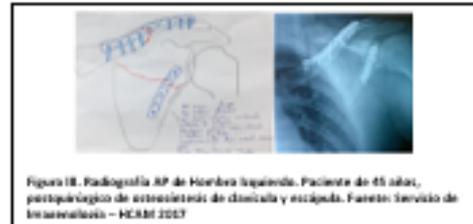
Radiografía AP de Hombro izquierdo. Paciente de 45 años, postquirúrgico de osteosíntesis de clavícula y escápula. Fuente: Servicio de Imagenología – HECM 2017
